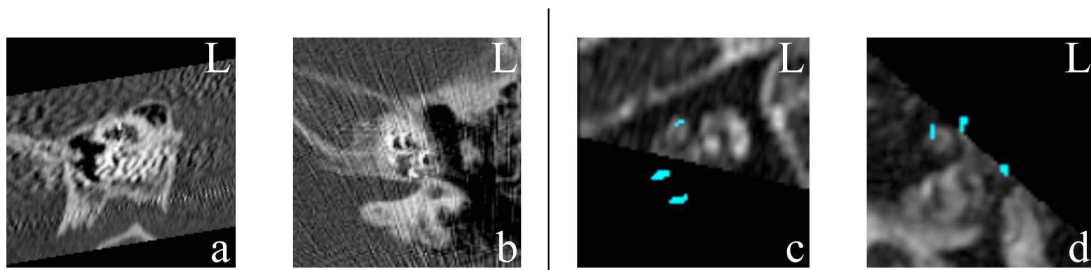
C00 a + b: Wegen eines Bewegungsartefaktes im CT ist eine Fusion nicht sinnvoll.
